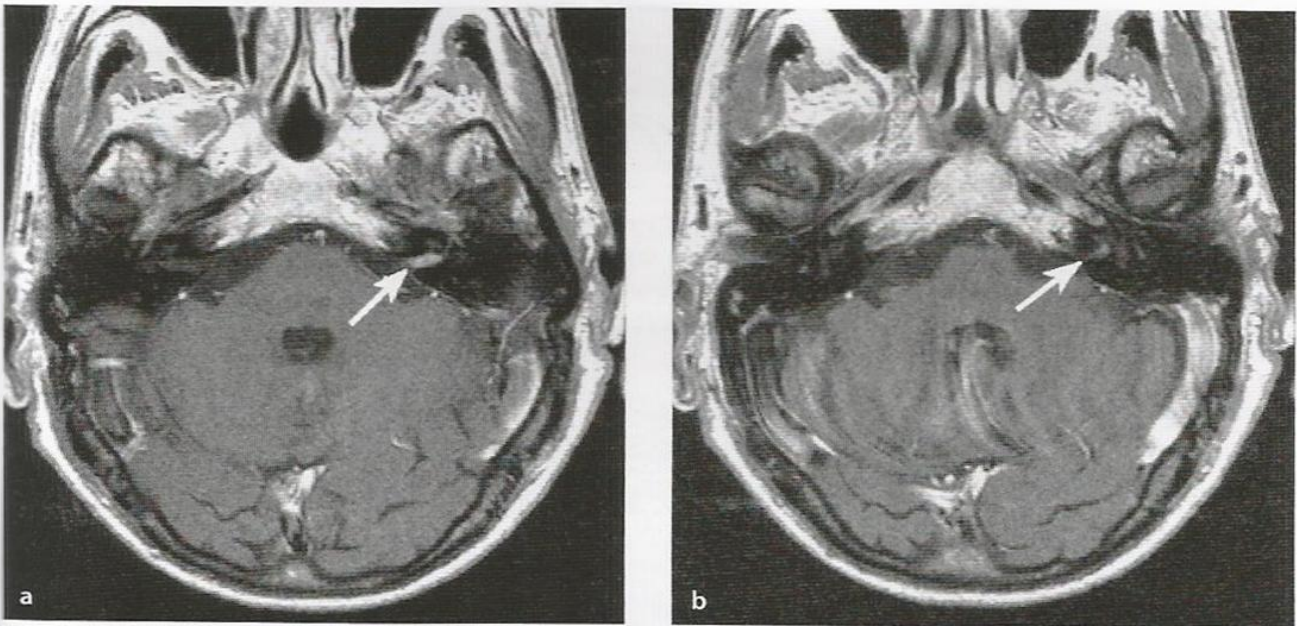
RM de uma mulher de 73 anos com início súbito de paralisia indolor total do nervo facial esquerdo (paralisia idiopática do nervo facial, ou paralisia de Bell). a. Imagem axial contrastada em T1 mostrando captação acentuada do contraste ao longo do trajeto do nervo facial esquerdo, em comparação com o lado direito normal. b. Acentuação patológica do contraste também evidenciada ao longo do trajeto posterior do nervo no osso petroso. A paciente foi tratada com um ciclo breve de prednisolona e a fraqueza regrediu por completo dentro de três semanas.
